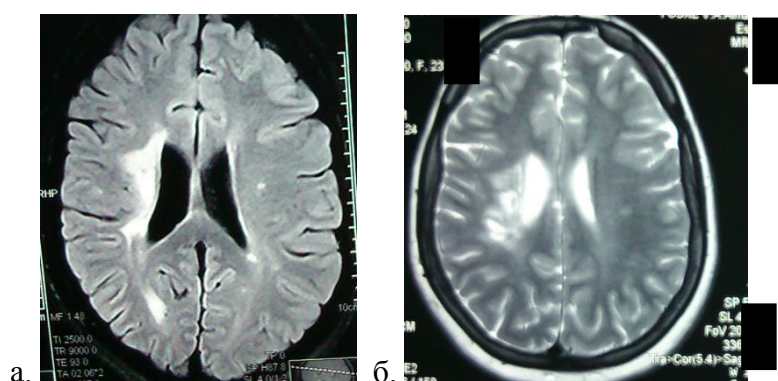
МРТ больной М., 9 лет, с диагнозом ДЭМ. а. T1-ВИ; б. T2-ВИ.
